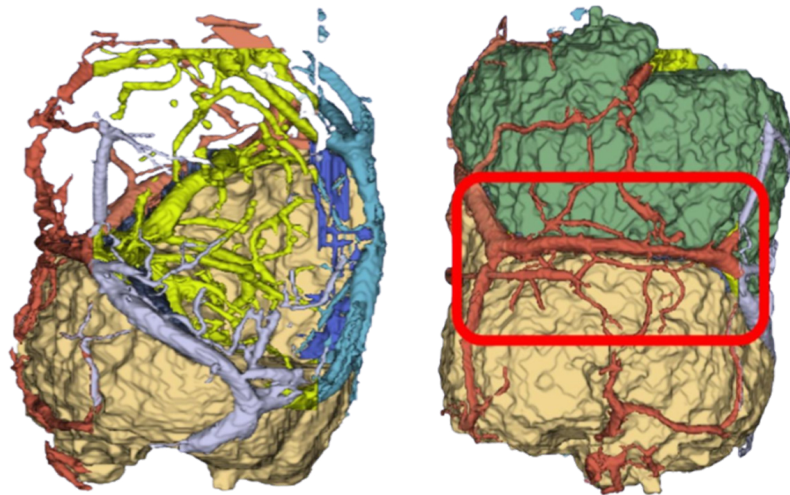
Reconstrução em 03 Dimensões da Ressonância Magnética das gêmeas siamesas. Acervo HC, HCFMRP-USP, Ribeirão Preto, 2022.
